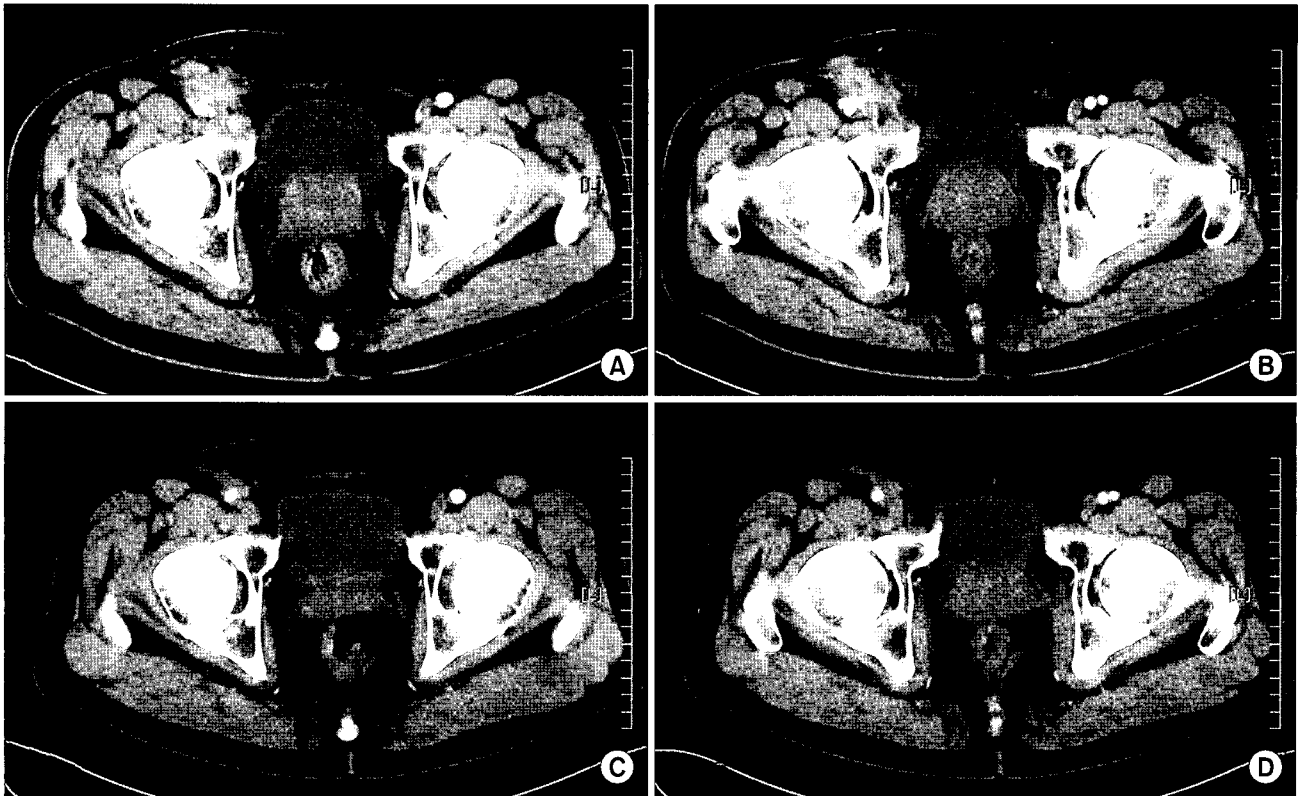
(A, B) Preoperative CT scan showing pseudoaneurysm of right common femoral artery with surrounding hematoma. (C, D) Postoperative CT scan showing no specific abnormal finding of right common femoral artery.
